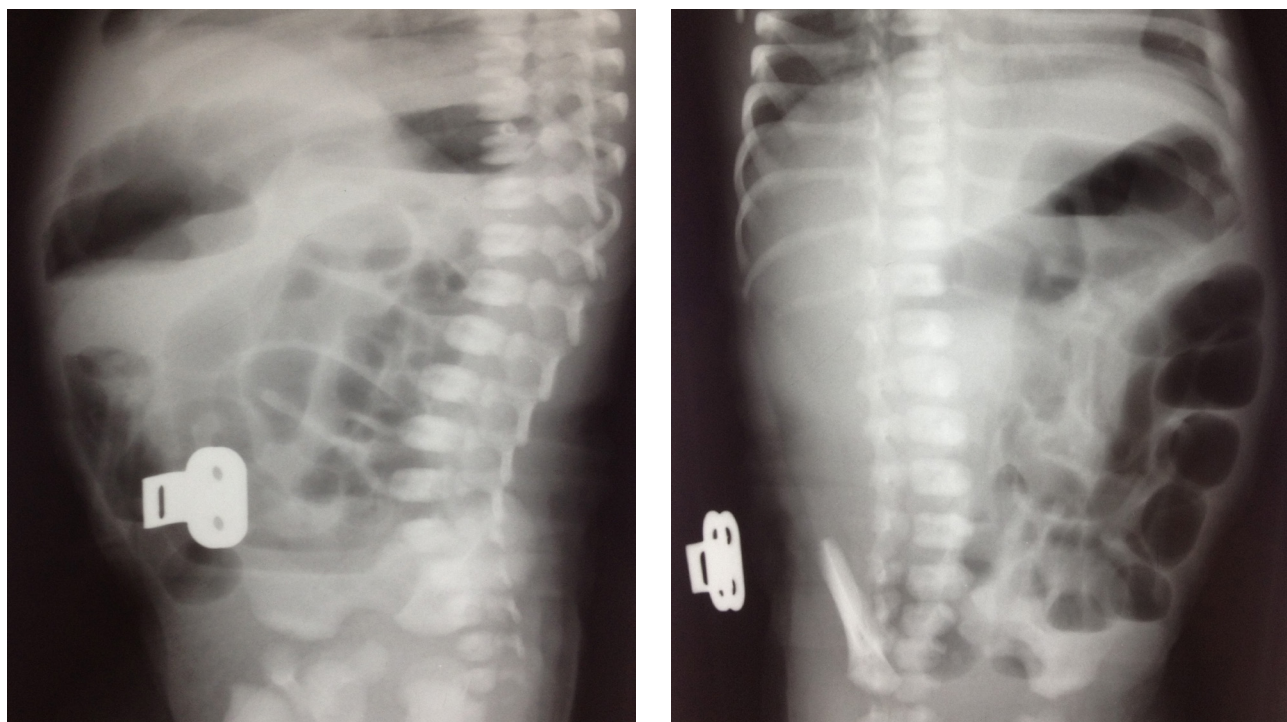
Обзорные рентгенограммы брюшной полости
